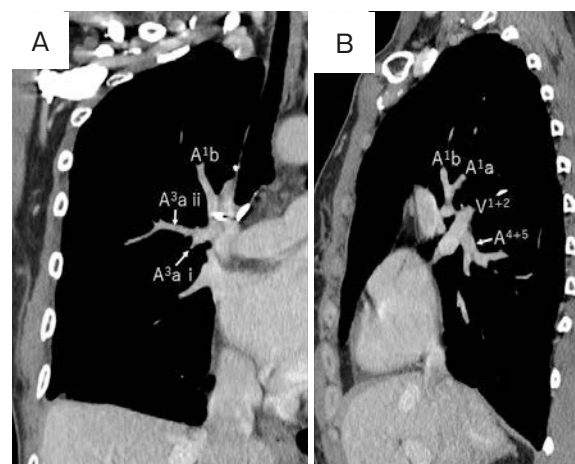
Postoperative CT scans showed that A² was no longer discernible after the right lower lobectomy. (A: Coronal section, B: Sagittal section).
